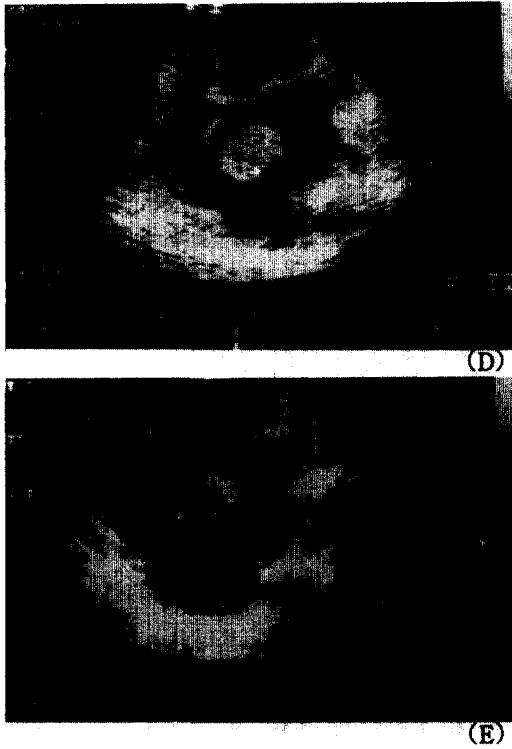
A. M-mode echocardiographic appearance of mitral valve with transient diastolic impaction of ball thrombus.
